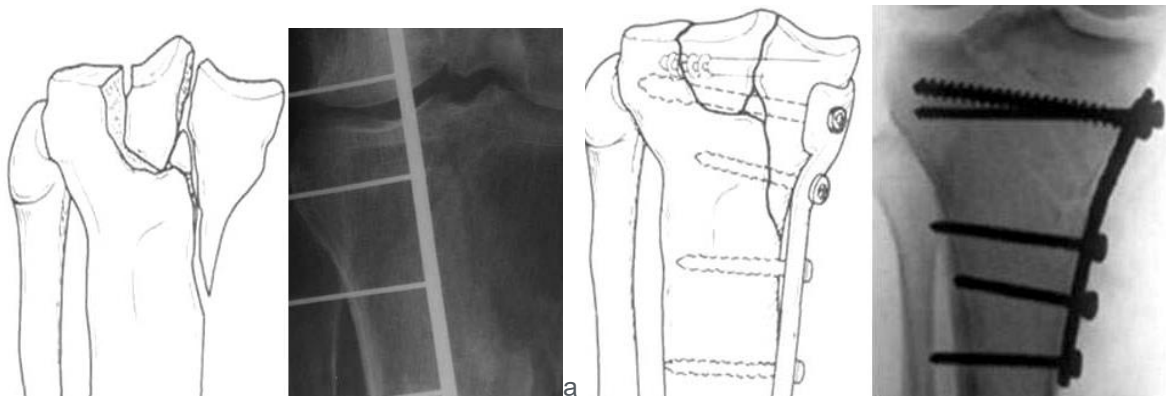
Схеми та фото рентгенограм – перелом Schatzker 4: а – до операції; б – після відкритої репозиції, фіксація міжвиросткового підвищення та медіального виростка опорною пластинкою і гвинтами.
